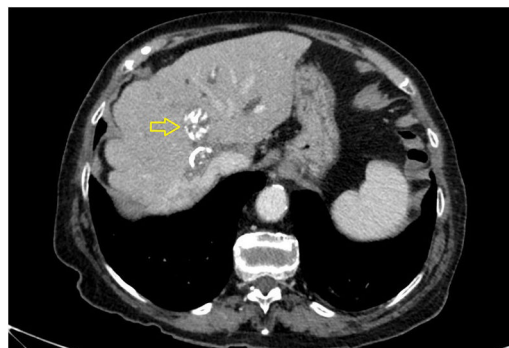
Imagen de la tomografía computarizada visualizando 2 lesiones calcificadas redondeadas sugestivas de quistes hidatídicos (flecha amarilla).
